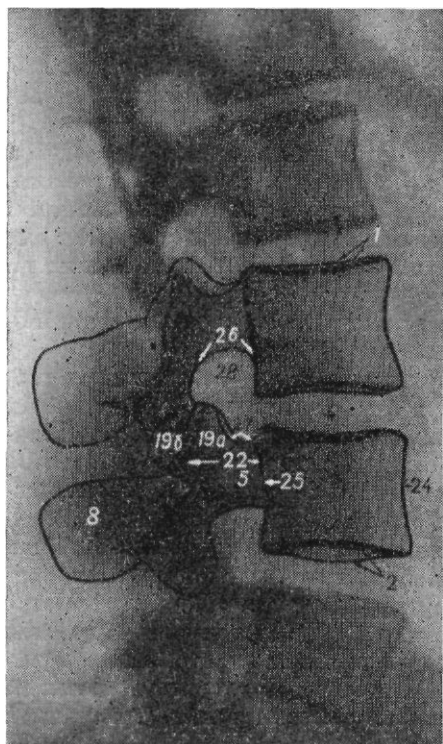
Рентгенограмма поясничных позвонков в боковой проекции.
